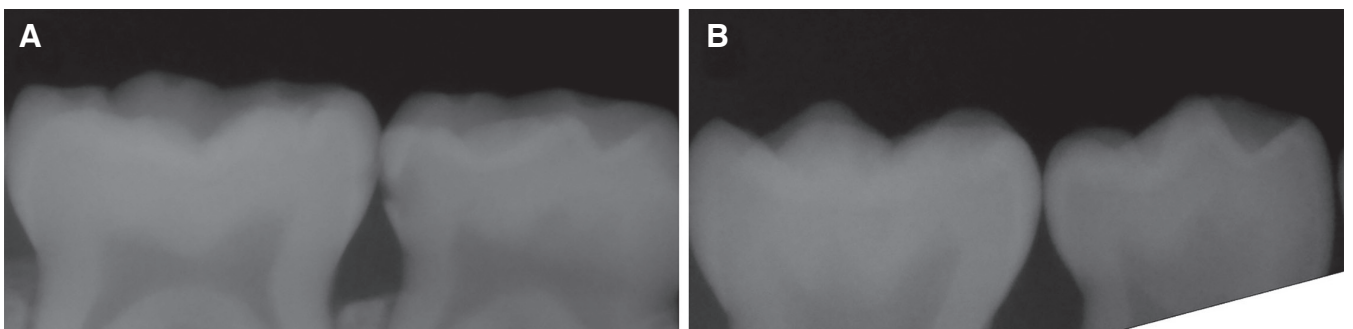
Examples of cropped intraoral radiographic images for training. (A) Caries dataset. (B) Normal dataset.
